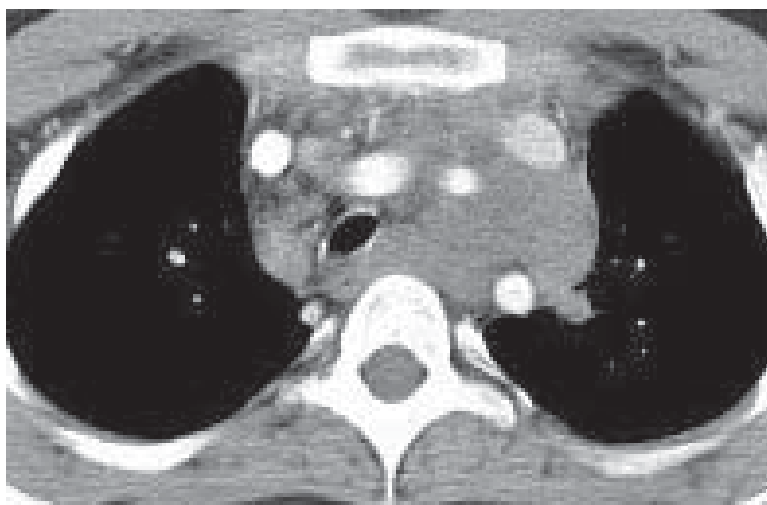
Limfom non Hodgkin. Secțiune toracică axială. CT. Masă parenchimatoasă care înglobază și deplasează vasele.
